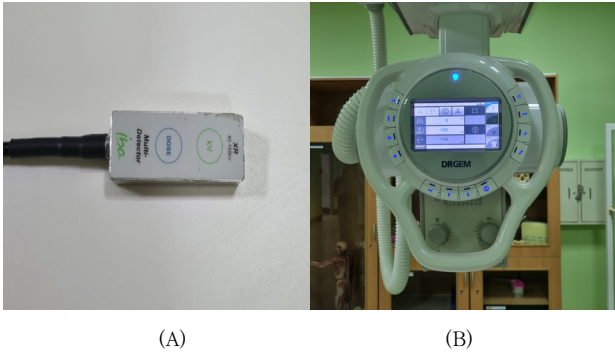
Equipment used to measure doses, (A); Iba dosimeter, (B); Diagnostic digital X-ray unit.
